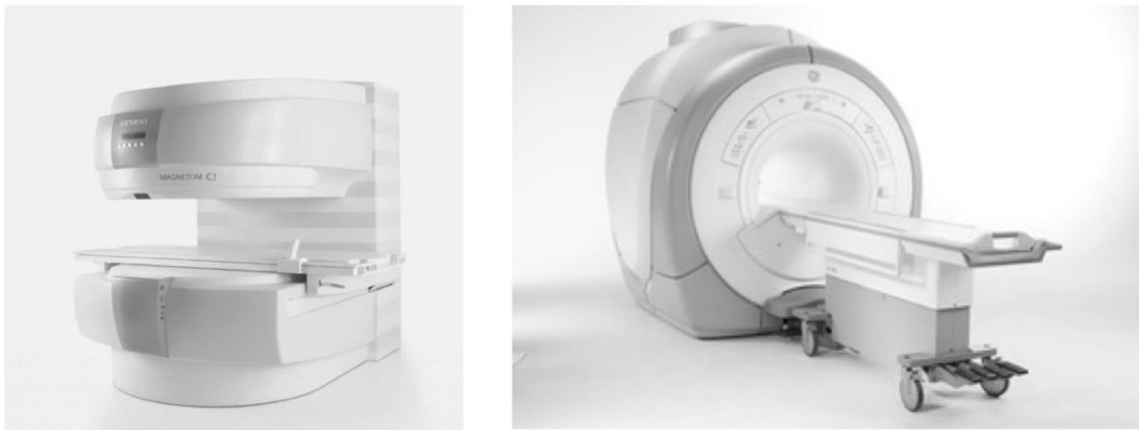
Equipamento de RM aberto (0,35T) e fechado (1,5T).
